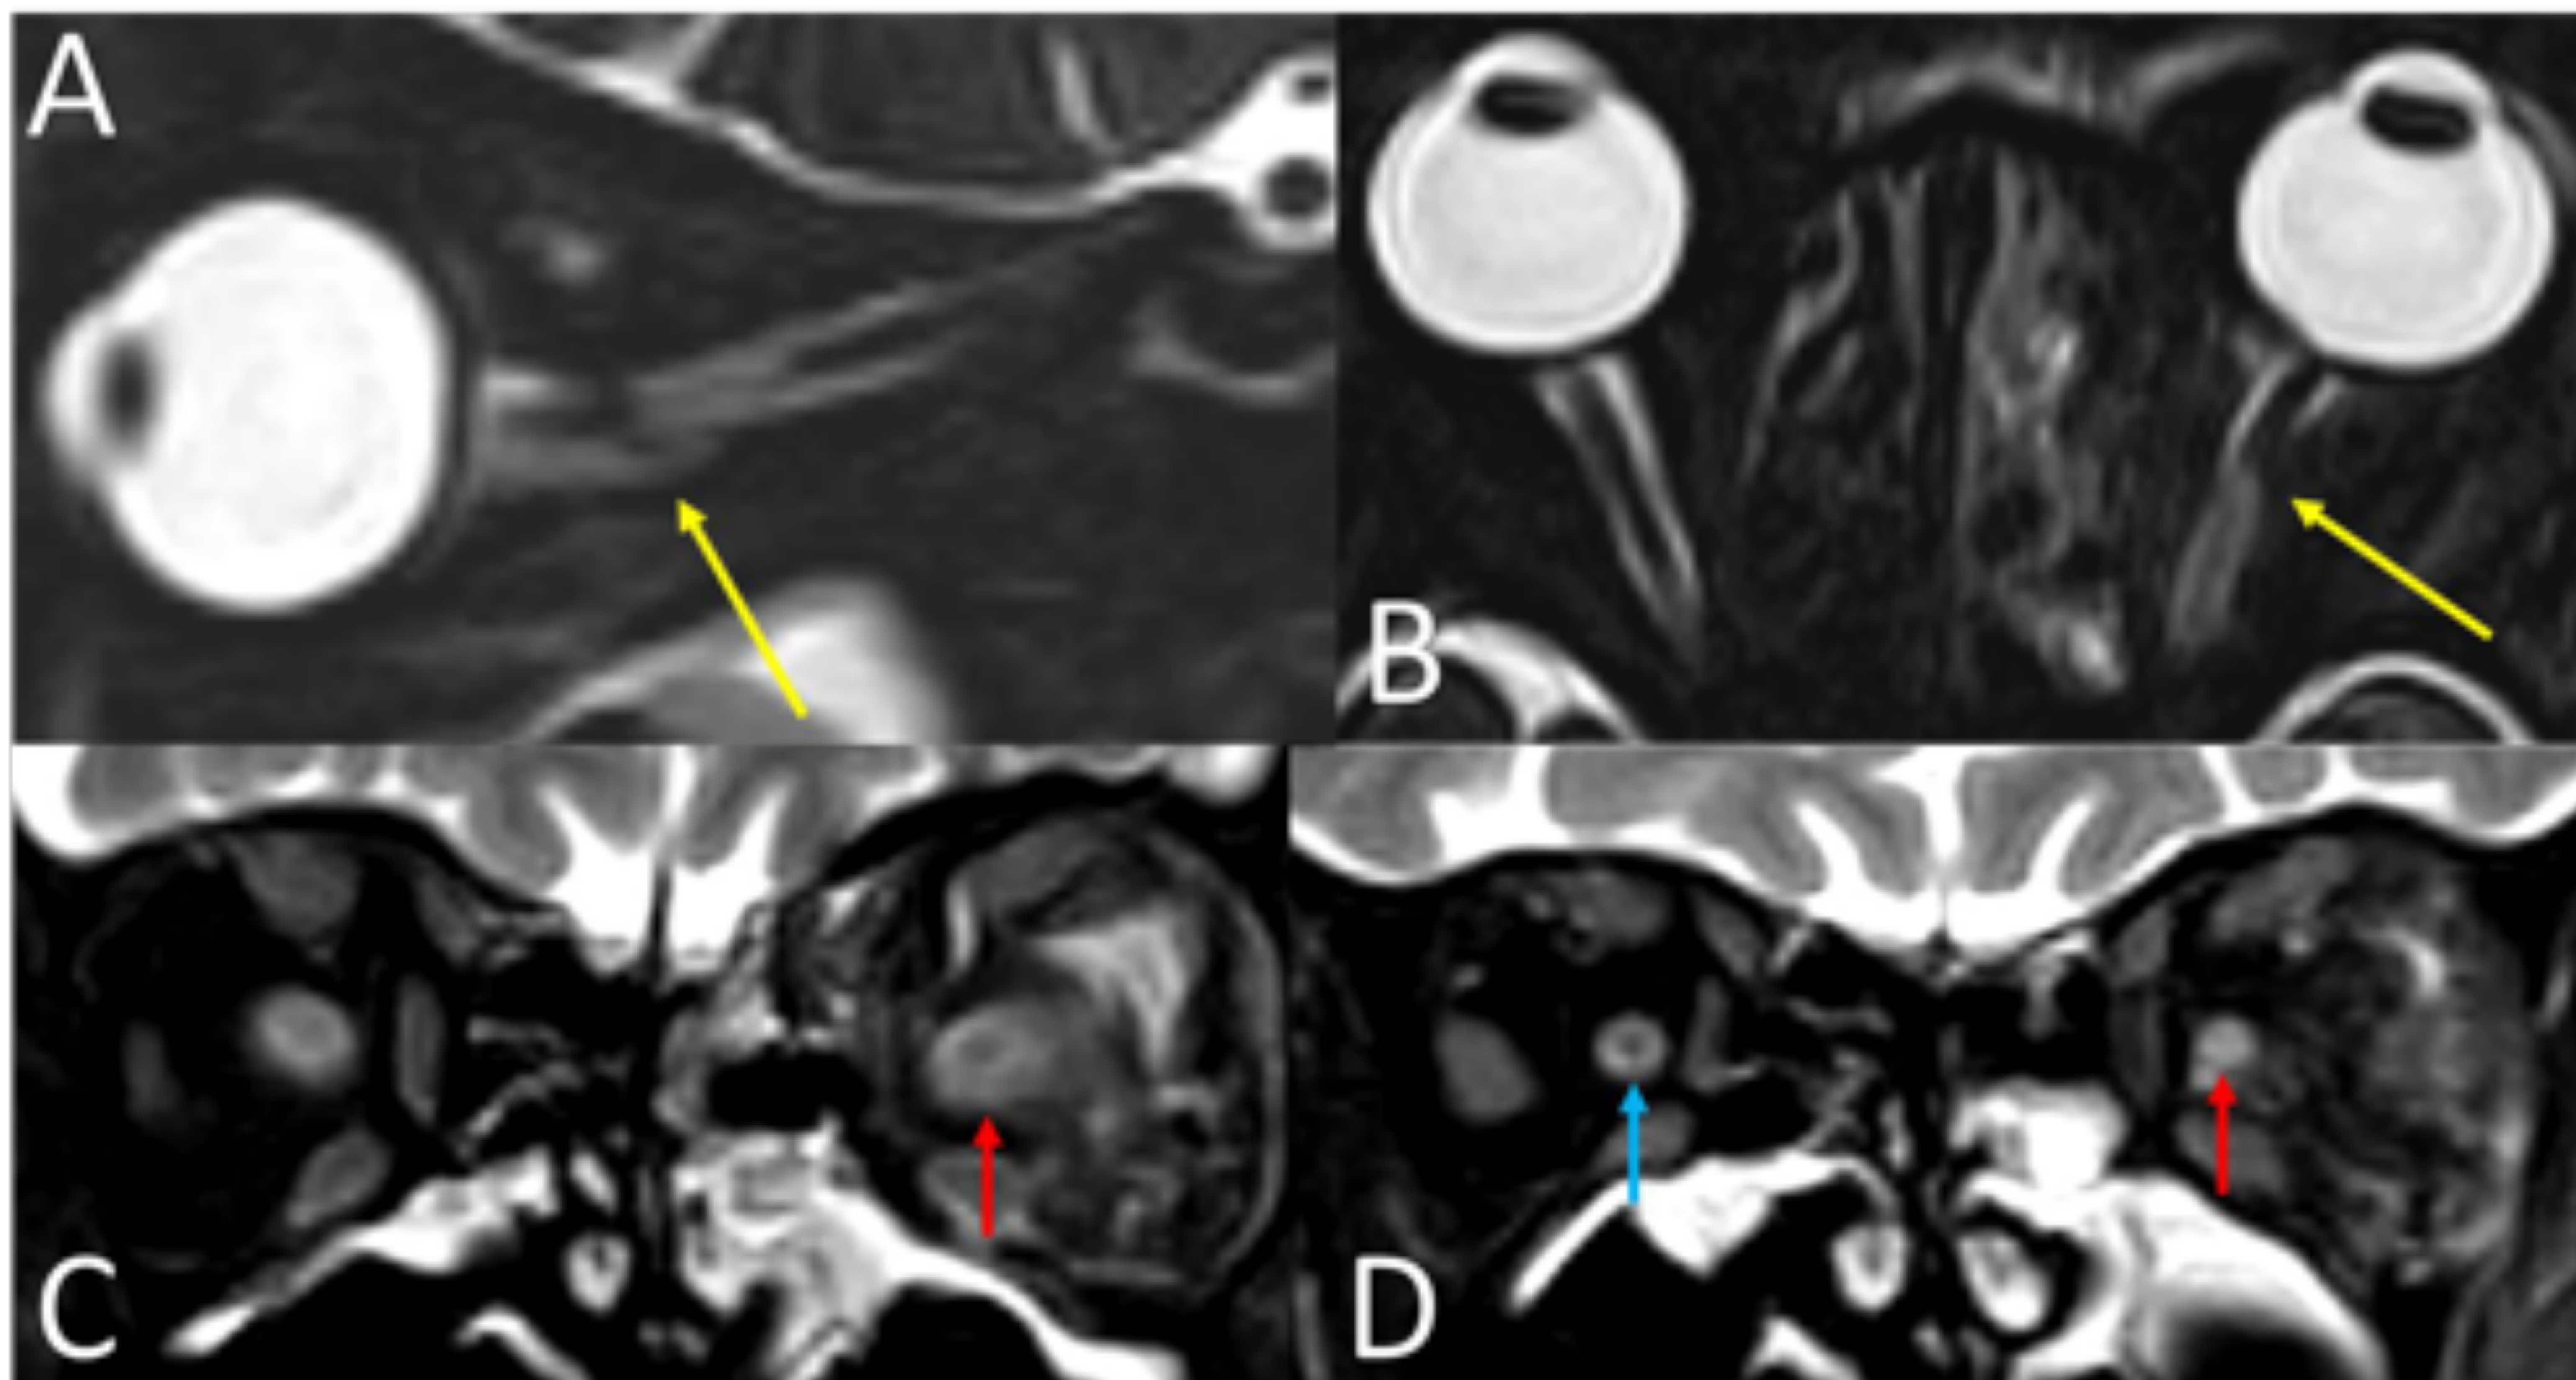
laceración del fascículo óptico. A y B: cortes sagital y axial de RM secuencia T2 con supresión grasa, en los que se muestra una solución de continuidad del fascículo óptico izquierdo (flechas amarillas). Nótese que en la region proximal a la laceración hay un aumento de la intensidad de señal del nervio. C: corte coronal proximal a la laceración, en el que se objetiva un aumento de partes blandas y una alteración de la intensidad de señal alrededor del fascículo óptico (flecha roja), con fascículo óptico identificable. D: corte coronal a nivel de la laceración, en el que se observa la ausencia del fascículo óptico izquierdo (flecha roja). El fascículo óptico contralateral tiene un aspecto normal (flecha azul).
